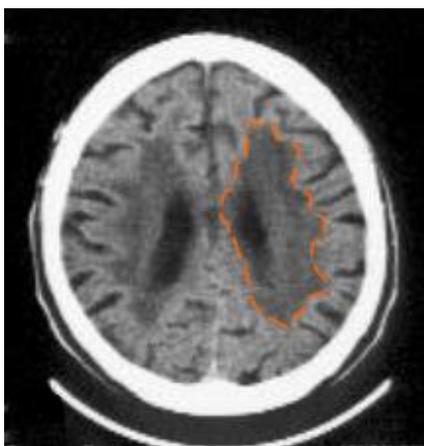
Tomografía simple de cráneo. Zona naranja: enfermedad de pequeños vasos
